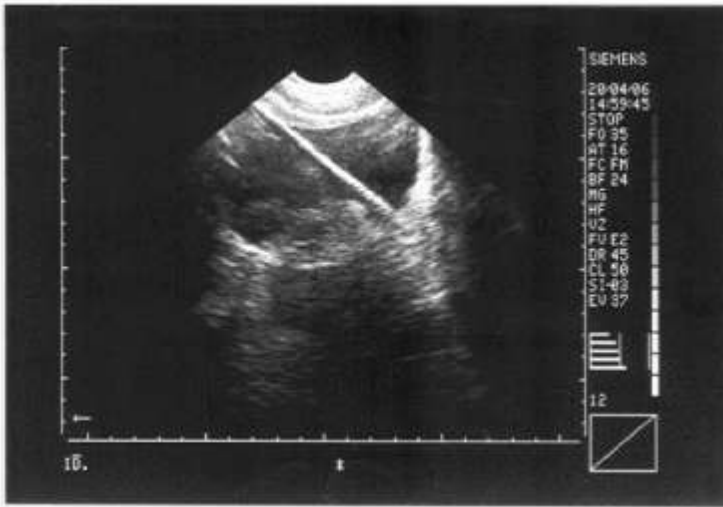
Ultrasonography showing foreign body in the bladder (Case 2)
